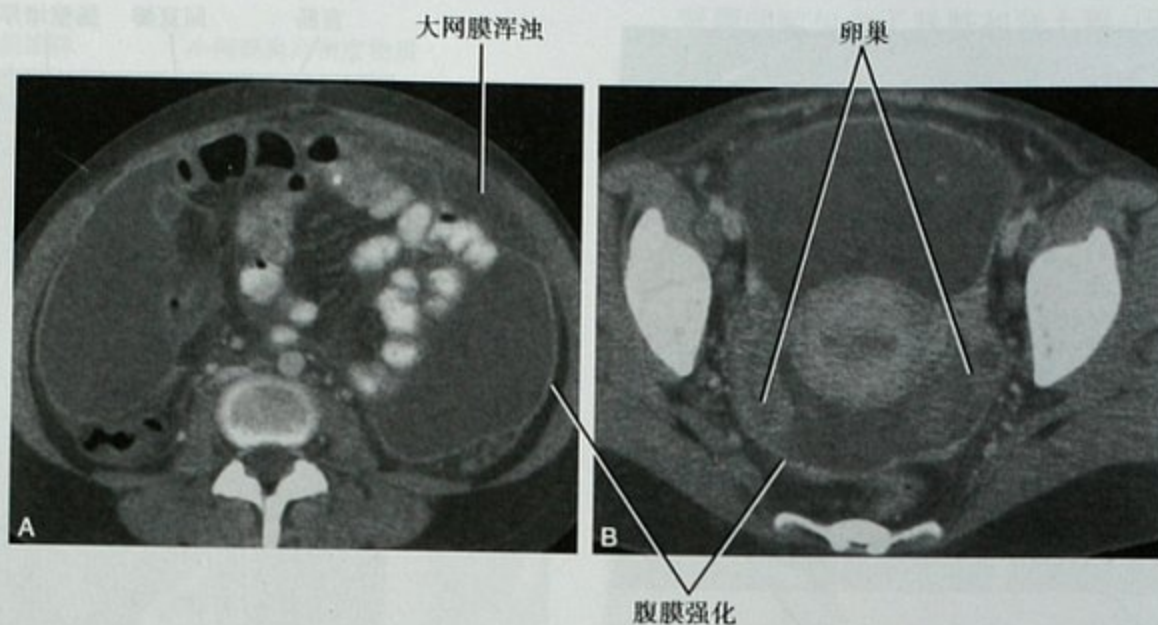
增强 CT 横断位图像,患者,女性,25 岁,腹痛腹胀。A. 腹部;B. 盆腔,显示腹水及弥漫性腹膜强化,大网膜浸润,卵巢增大,起初考虑为卵巢癌,最终证实为结核性腹膜炎
